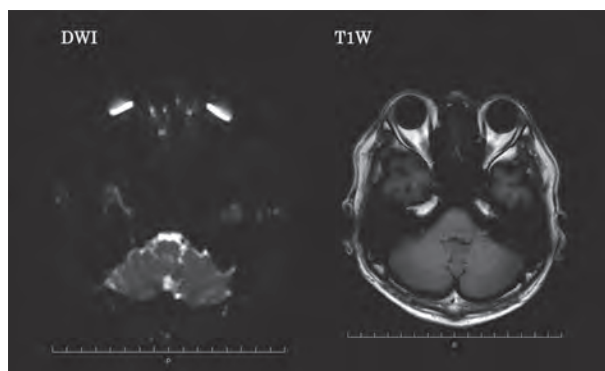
MRI (拡散強調画像: DWI、T1 強調画像: T1W)
